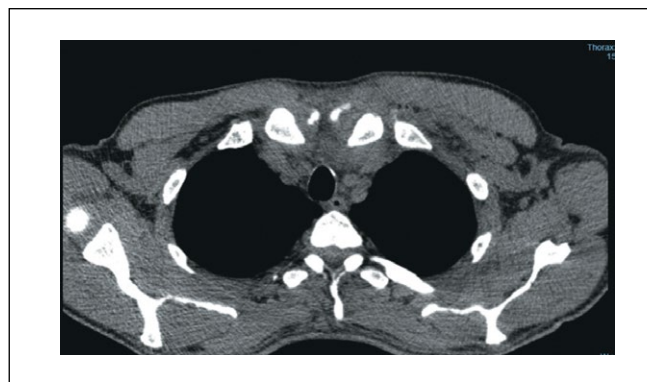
Компьютерная томограмма груди. В области левого грудинно-ключичного сочленения определяются жидкость и воздух.
